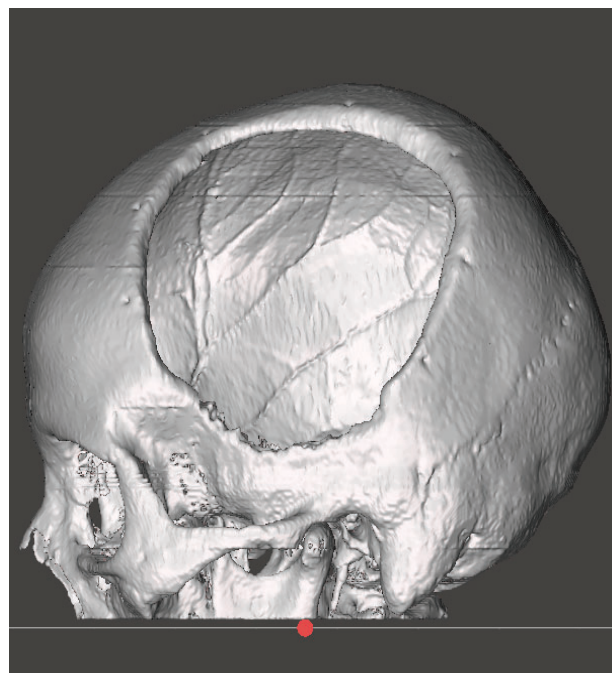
3D-модель по СКТ дефекта свода черепа пациента П. в левой теменной области
